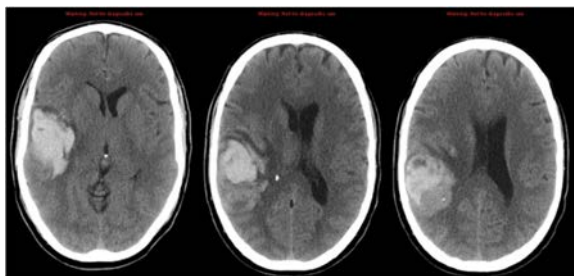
КТ головного мозга. Гиперденсивное внутримозговое образование с перифокальным отеком, сдавлением правого бокового желудочка, борозд и извилин справа. Незначительное смещение срединных структур влево
